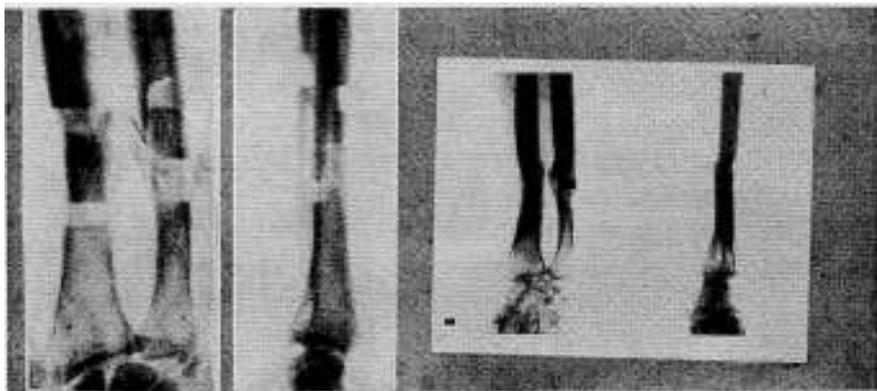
Volkmann completamente constituido, tipo clásico. Excelente movilidad activa de los dedos. Discreto acortamiento de los flexores que lleva las 2as. y 3as. falanges de los 4 últimos dedos en flexión cuando se intenta la extensión activa de la mano. — Tratamiento: acortamiento del esqueleto en el antebrazo. Radiografías: a la izquierda, inmediatamente después de la operación y a la derecha 4 meses después, ya completamente consolidados los focos de osteotomía. Abajo, fotos mostrando el buen resultado obtenido.
